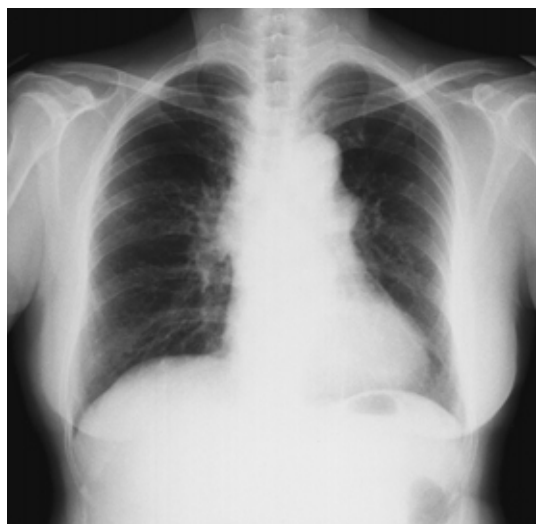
Chest radiograph on admission showing bilateral hilar and mediastinal lymphadenopathy.
